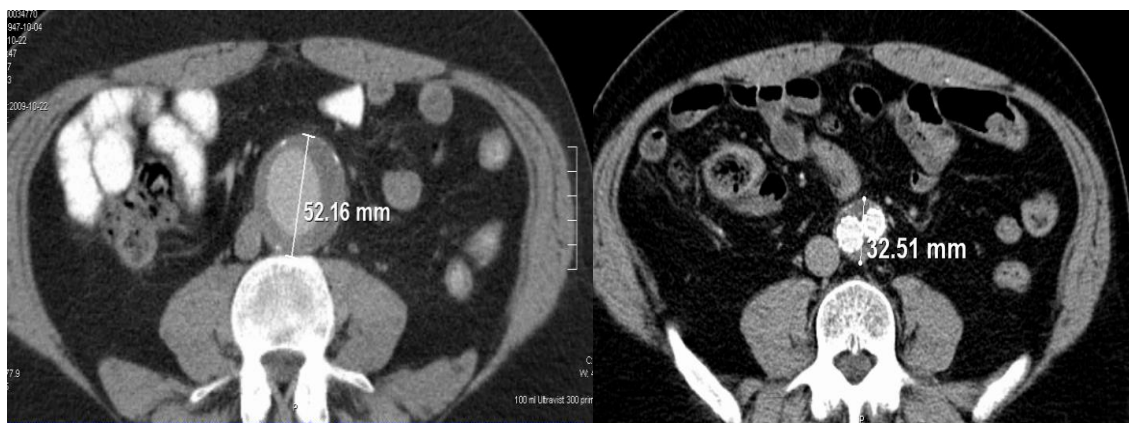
Präoperativer CT-Befund eines männlichen, 62 Jahre alten Patienten mit einem Aneurysmadurchmesser von 52 mm (links) und Kontroll-CT nach 16 Monaten mit einem Aneurysmadurchmesser von 32 mm (rechts)
